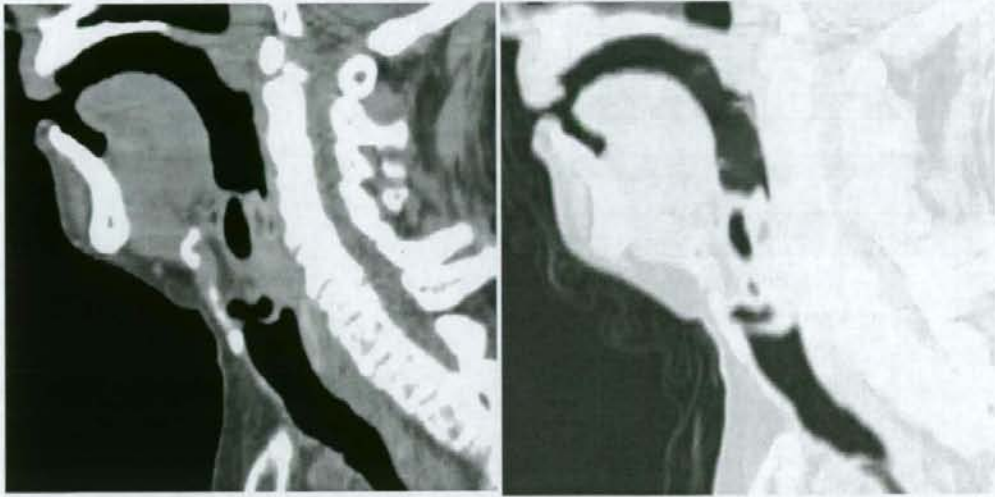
死後 CT 像。喉頭正門部より上の部分に density の高い領域が認められる。
